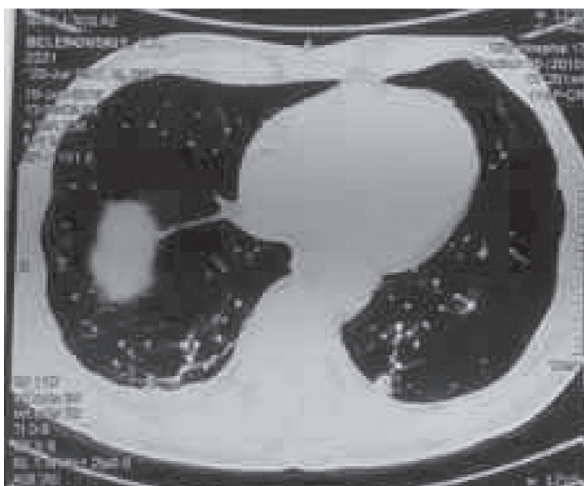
Контрольна ПЕТ-КТ ОГП хворого Б. через 2 тижні від початку лікування.
